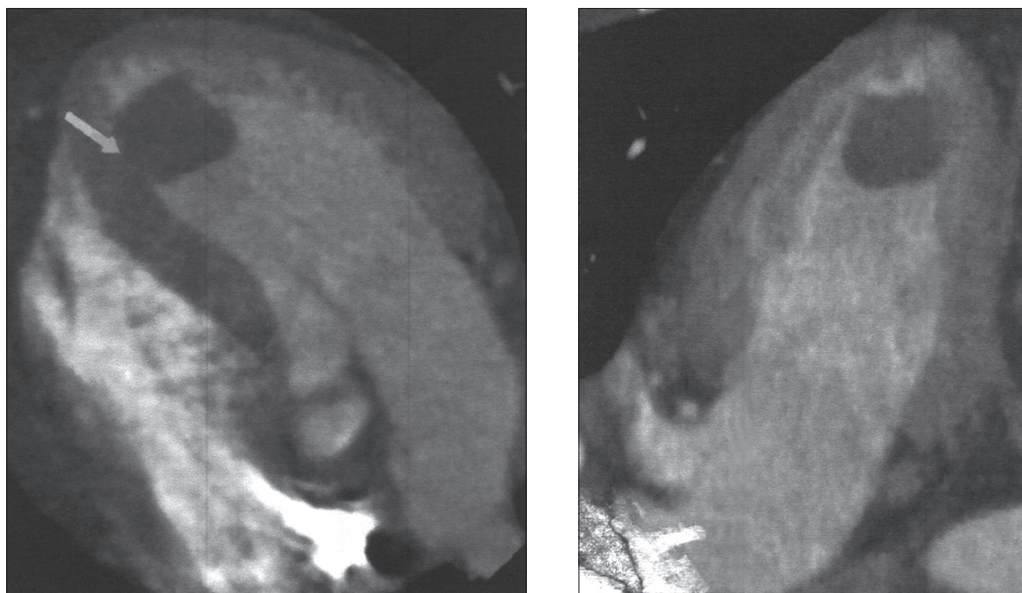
Компьютерная томография опухоли левого желудочка
